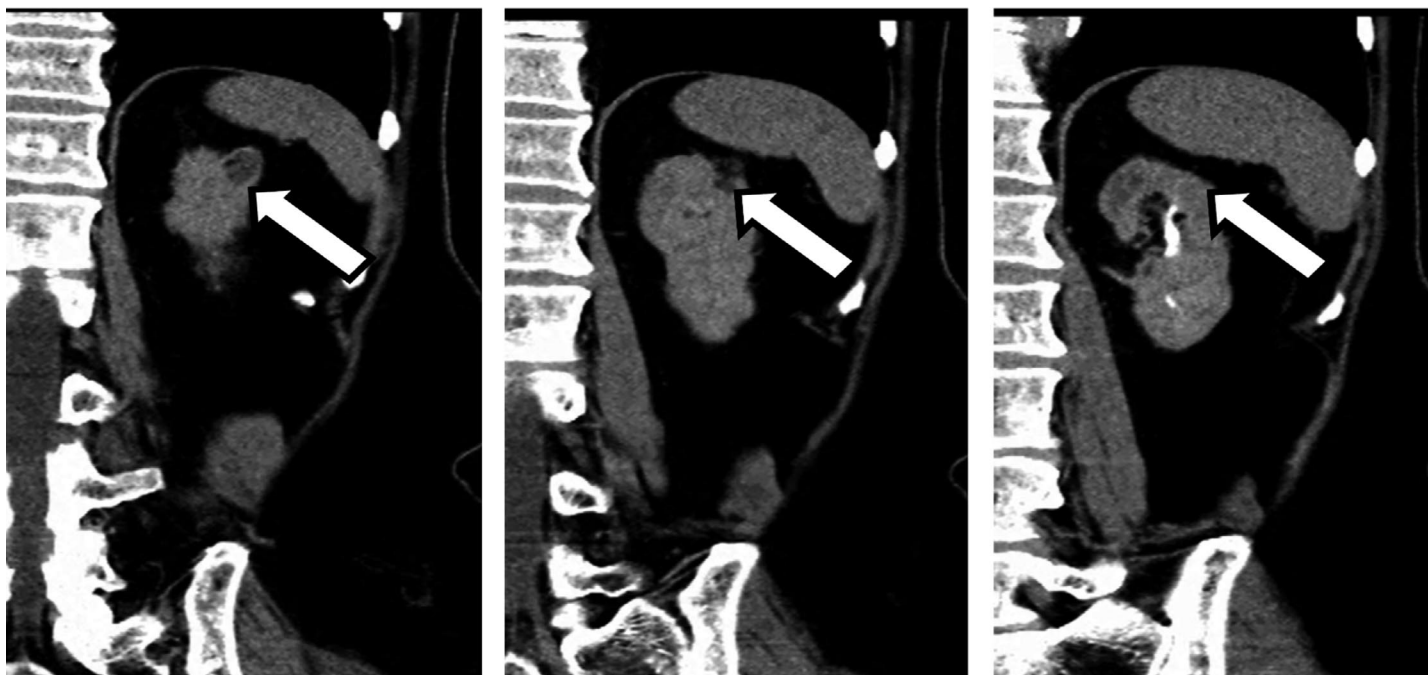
МСКТ почек с в/в контрастированием через 2 месяца после вмешательства
